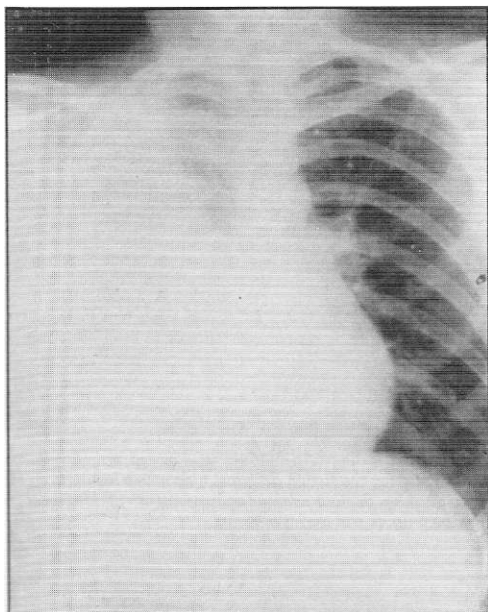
Radiografía en el momento de la admisión al hospital, caso 3, en enero de 1987. Muestra derrame pleural derecho masivo.
